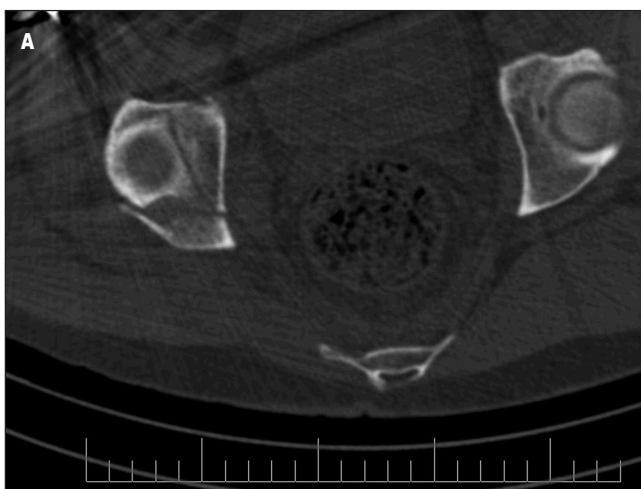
Компьютерно-томографический контроль репозиции повреждений: аксиальная (А) и сагитальная (Б) проекции
